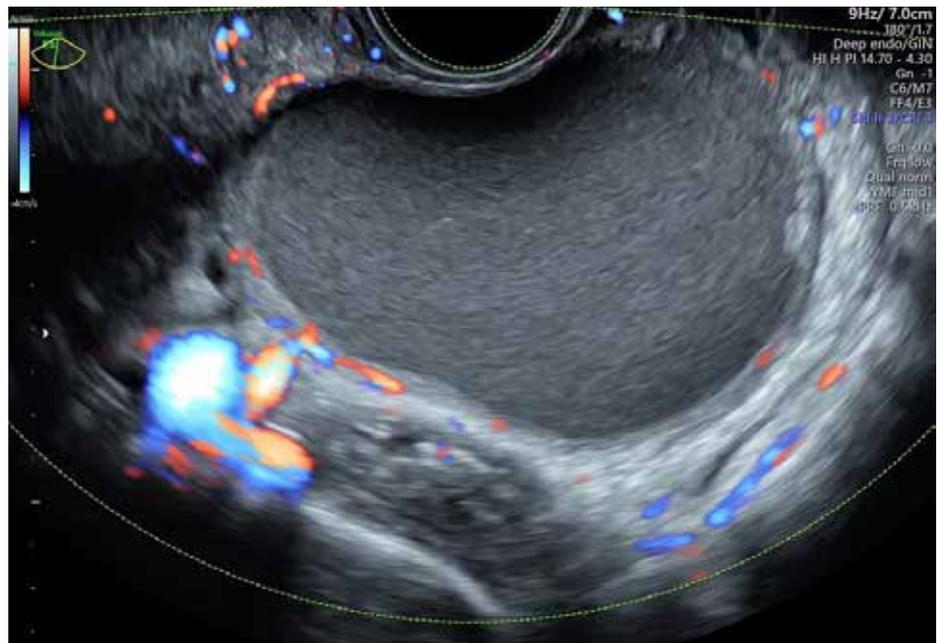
Nodulo de endometriosis profunda del recto con infiltración del complejo submucosa-mucosa. Cortesía Dr. Carlos Andrés Contreras Gutiérrez De Piñeres. Médico – Ginecobstetra/Ecografista
